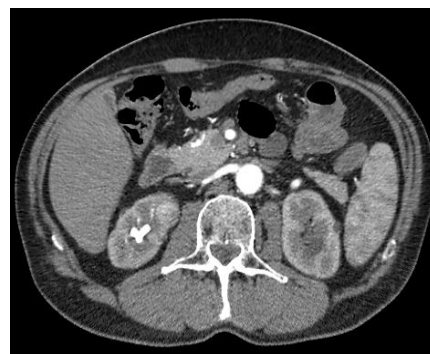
МСКТ. Коралловидный камень и опухоль правой почки
